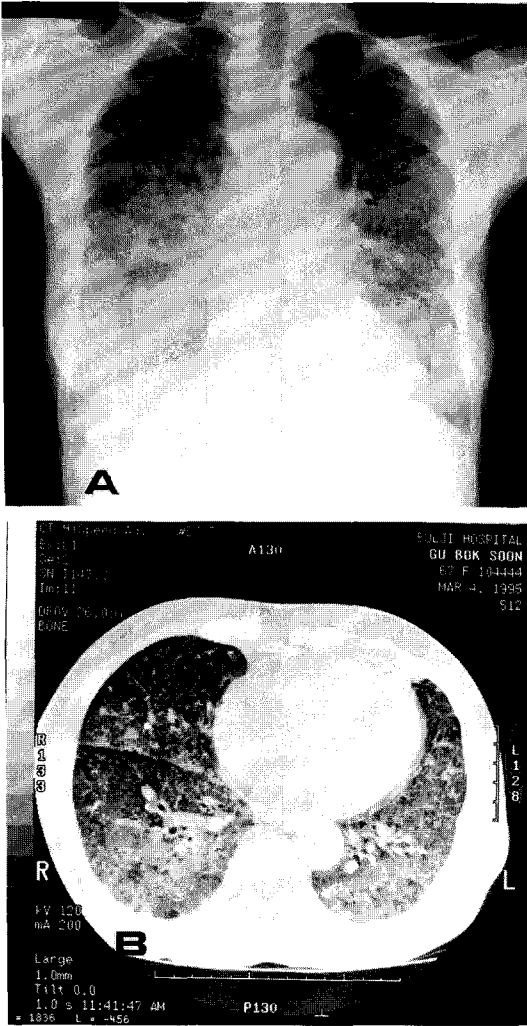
In case 1. A) Simple chest PA shows patchy consolidation on right lower lung field and streaky infiltration of both upper lung fields and miliary densities which are distributed randomly at both lower lung fields. B) HRCT shows ground glass attenuations which are distributed randomly at both lower lung fields. The uniform nodules both intra or interlobular septa are observed in the area of absence of consolidation or ground-glass haziness.
